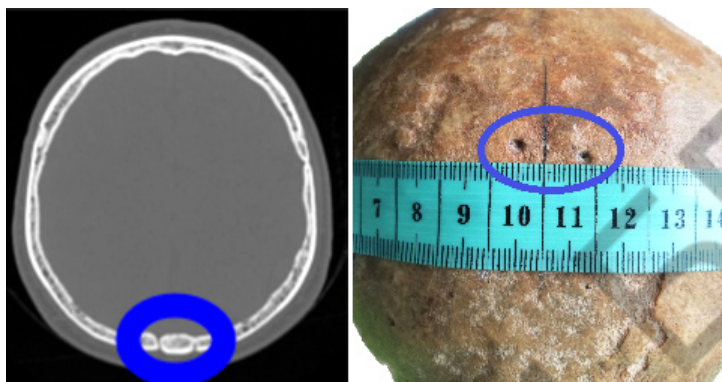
Вид КТ-исследования и анатомического образца в аксиальной плоскости (синим кругом отмечены теменные отверстия с двух сторон)
